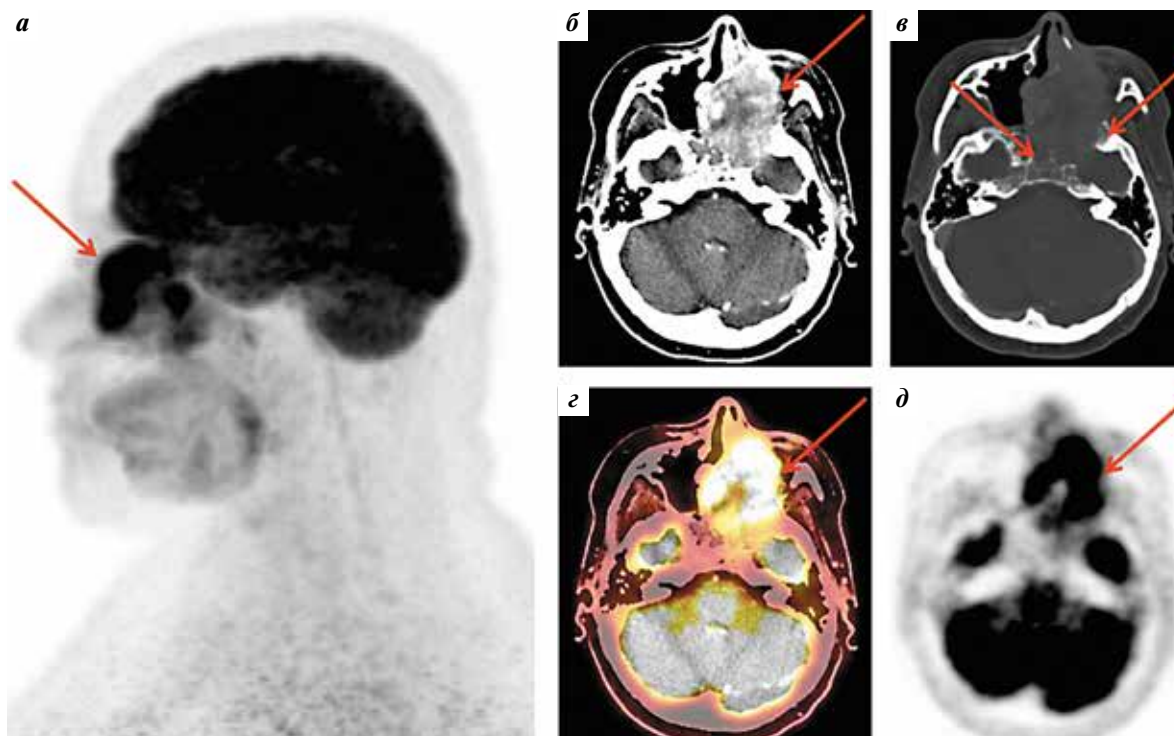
Плоскоклеточный рак левой верхнечелюстной пазухи: а – позитронная эмиссионная томография (ПЭТ) с ^{18}F -фтордезоксиглюкозой, проекция максимальной интенсивности, сагиттальная плоскость; б – компьютерная томография (КТ) с контрастным усилением, аксиальный срез, мягкотканное окно; в – КТ, аксиальный срез, костное окно; г – ПЭТ, совмещенная с КТ, аксиальный срез; д – ПЭТ, аксиальная проекция. Гиперметаболическое (с эксцентрически расположенной аметаболической зоной некроза (г, д)) объемное образование левой верхнечелюстной пазухи, полости носа, клиновидной пазухи с распространением в левую орбиту и среднюю черепную ямку слева и деструкцией костей лицевого скелета и основания черепа (в)
